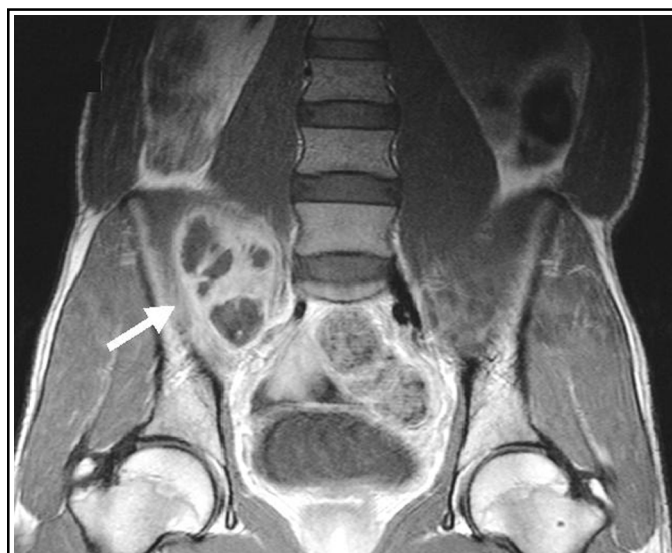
IRM abdominale inférieure en coupe frontale avec séquence spin echo T1 après injection de Gadolinium : abcès multi-localaire (7 x 5 x 3 cm) en avant et au-dessus de l'articulation sacro-iliaque droite (→). Les coupes plus postérieures, non montrées ici, révèlent un élargissement de l'interligne sacro-iliaque droit, une ostéolyse du versant sacré et des phénomènes inflammatoires intraspongieux au niveau des berges articulaires.
